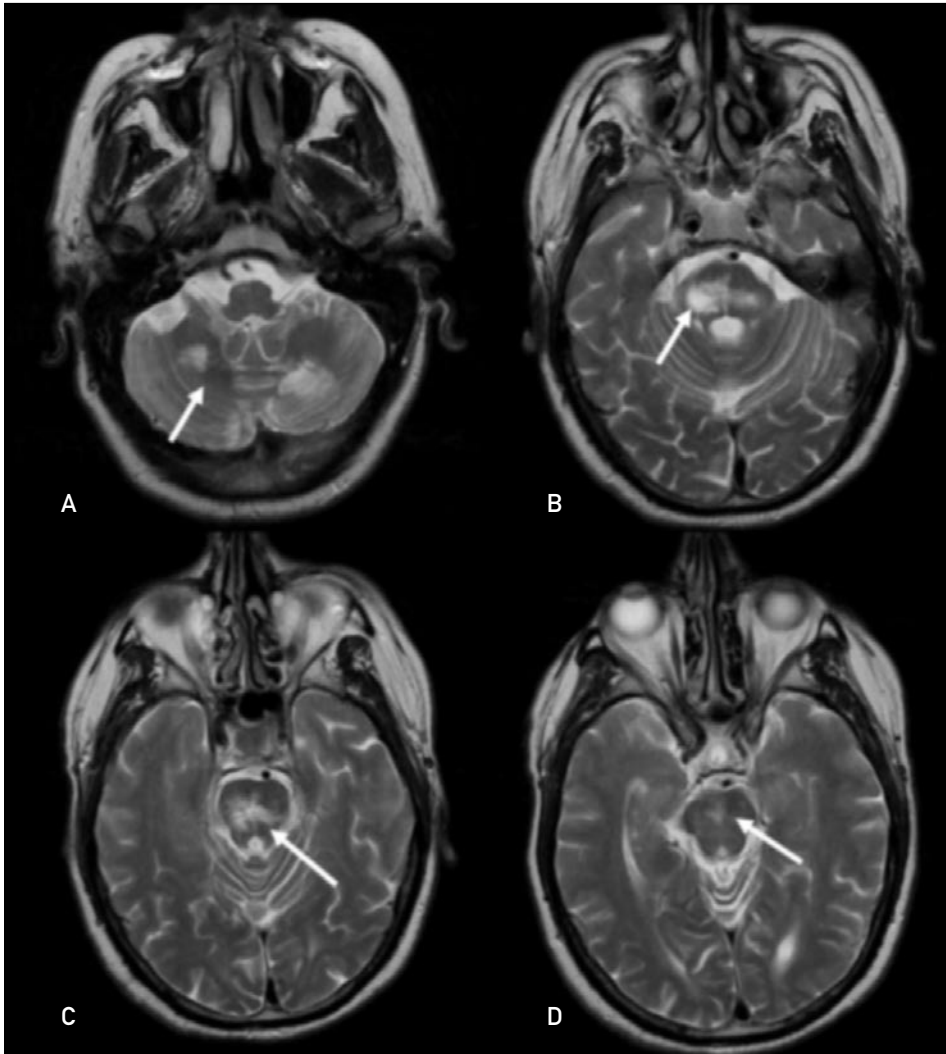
Encefalopatía hipertensiva. Paciente de 53 años con hipertensión sistólica grave, no controlada. RM axial potenciada en T2. Múltiples lesiones hiperintensas en la sustancia blanca (flechas) de ambos hemisferios cerebelosos (A), protuberancia (B, C) y mesencéfalo (D).
